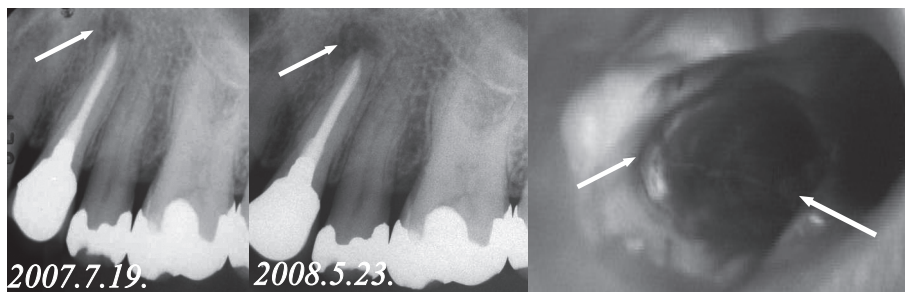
Periapical radiolucency with fracture line (←)
